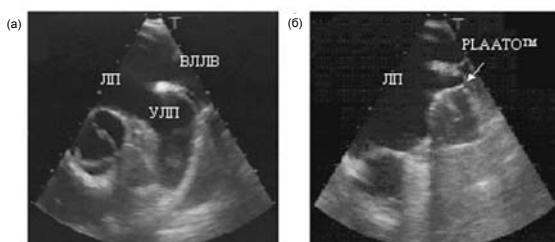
Чреспищеводная эхокардиография: ушко левого предсердия (УЛП) до (а) и после (б) имплантации устройства PLAATO™ (ЛП — левое предсердие, ВЛЛВ — верхняя левая легочная вена)
